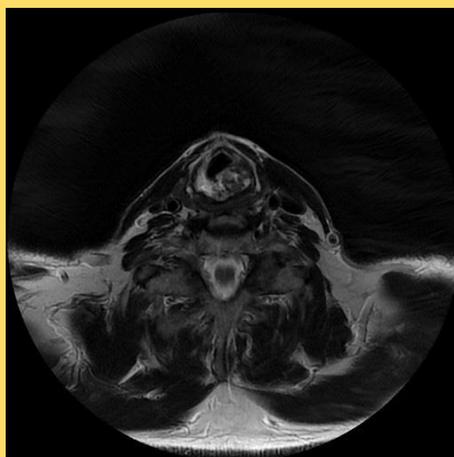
RMN de control 2018.*
